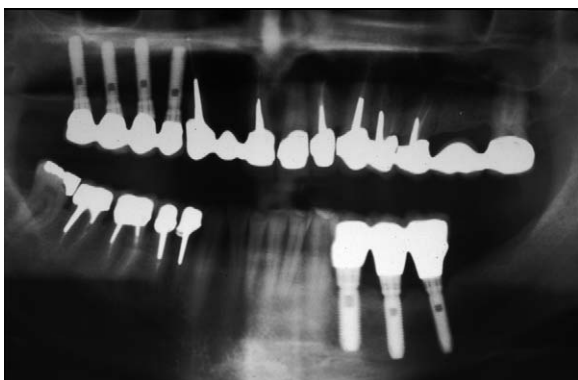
Cas n° 1 : radiographie panoramique de contrôle à 73 mois.
